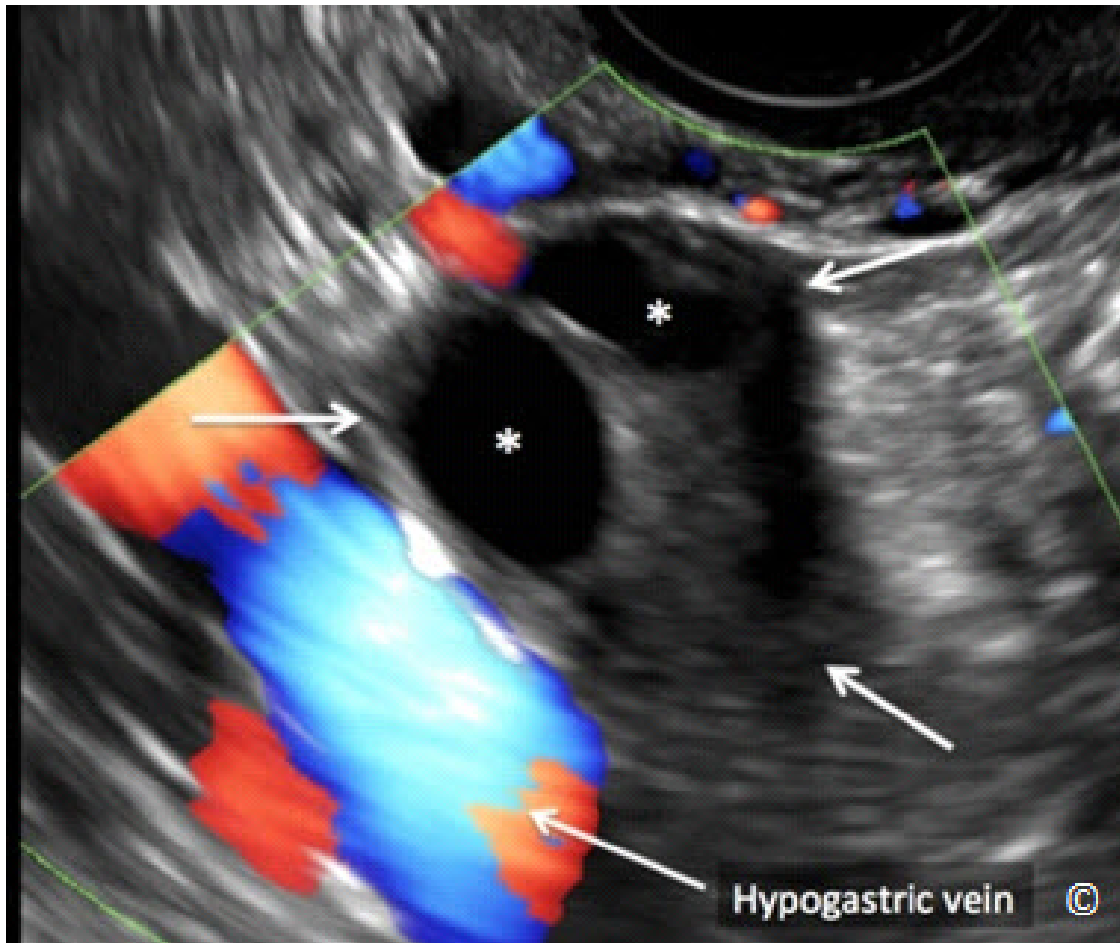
Ultrasonido transvaginal del ovario (flechas) en los anexos que está sobre la vena hipogástrica (rotulado). Obsérvese que el tejido del ovario es ligeramente menos ecogénico que el tejido circundante y puede distinguirse por los folículos ováricos (asteriscos).
